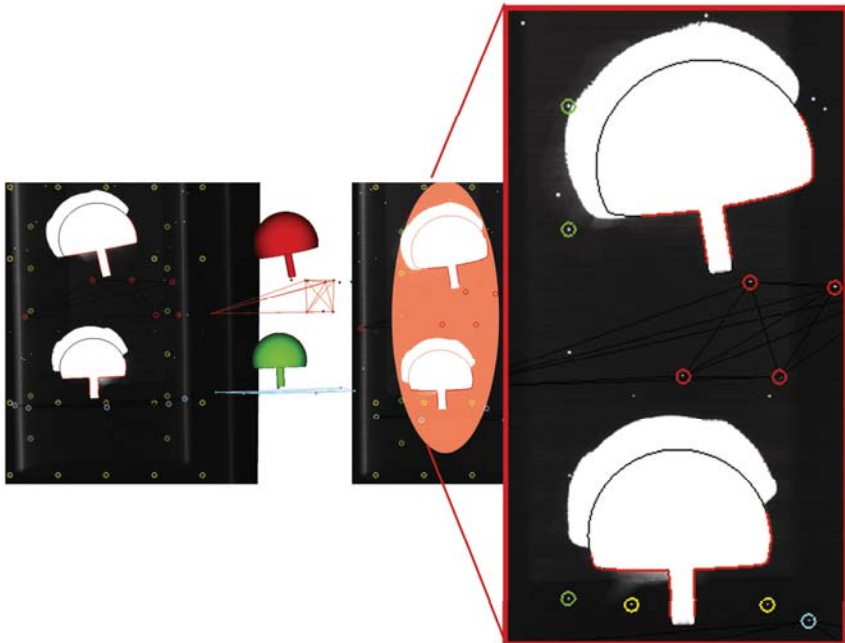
Die typische klinische Anordnung von Hüftkopfkappe und acetabulärer Hüftpfanne erlaubt nur die Erfassung einer reduzierten Actual Contour. Für die HR-1 Kopfkappe kann nur die rechte Ecke des distalen Hüftkopfkappenbereiches erfasst werden, da die linke Ecke durch die Pfanne verdeckt wird. Bei der HR-2 Hüftkopfkappe sind beide distalen Ecken der Hüftkopfkappe im Röntgenbild ersichtlich und durch die Actual Contour erfassbar.
